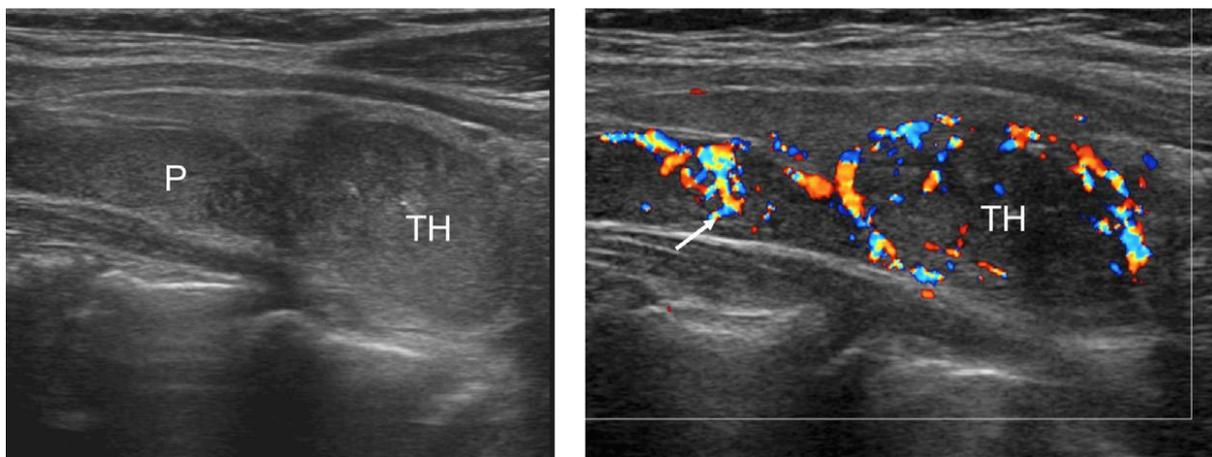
Modèle échographique de patient avec HPTP et goitre nodulaire concomitant. (A) Deux nodules hypoéchogènes, respectivement un grand nodule ovoïde situé dans le pôle inférieur de la thyroïde et un nodule allongée à la frontière supérieure postérieure de la glande, suspect pour une lésion parathyroïdienne. (B) examen doppler-couleur puissant confirme la nature de la fonction thyroïdienne du plus grand nodule, avec distribution périphérique typique de signaux vasculaires. (C) L'étiologie parathyroïdienne du nodule allongée adjacente est confirmé par le modèle de couleur, avec un pôle vasculaire (flèche). P = lésions parathyroïdiennes; TH = nodule thyroïdien. ⁽³¹⁾
